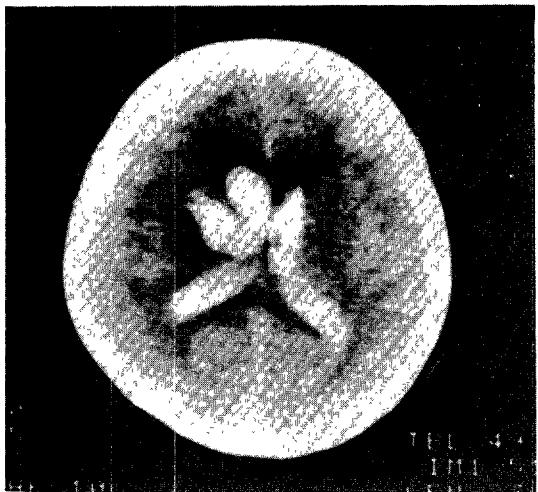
CT before contrast enhancement.
